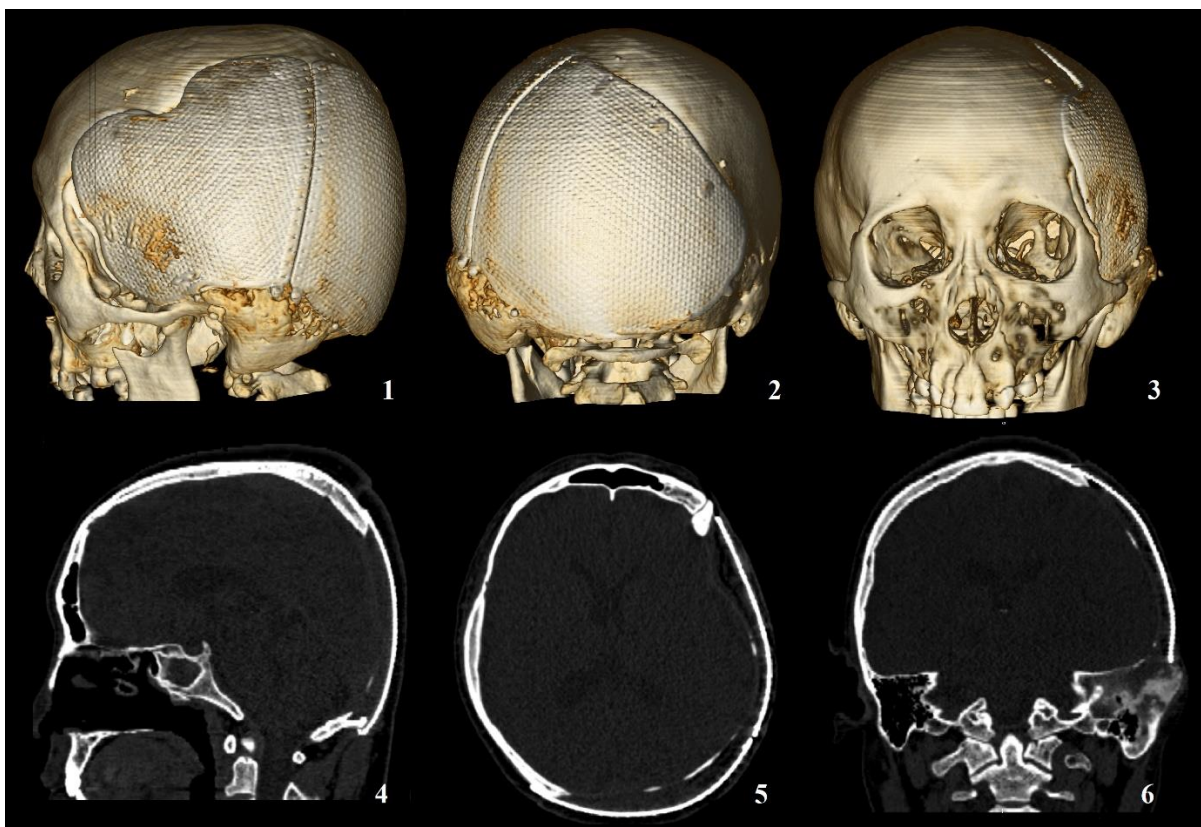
МСКТ головного мозга и черепа после заключительного этапа оперативного лечения: 1,2,3 – состояние после реконструкции черепа после замещения обширного дефекта в височно-теменно-затылочной области двумя титановыми индивидуальными имплантатами. 4, 5 и 6: свежих очаговых изменений вещества головного мозга нет. Сохраняющийся участок дисплазии в области основания без признаков прогрессирования
